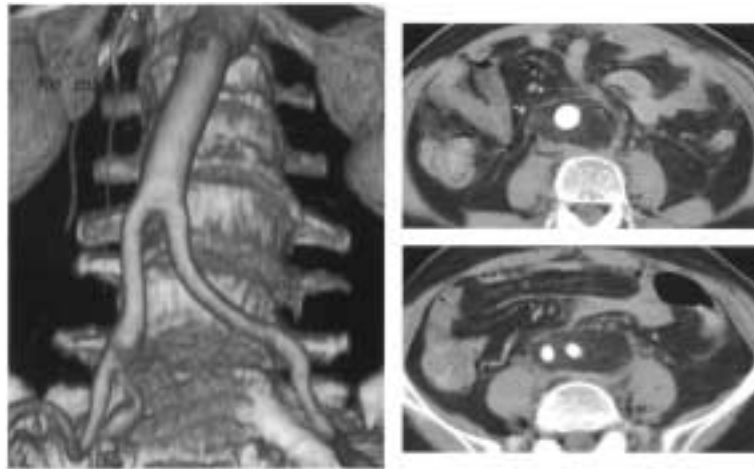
A CT scan postoperatively revealed *in situ* graft covered with omentum, and showed no evidence of abnormality.
